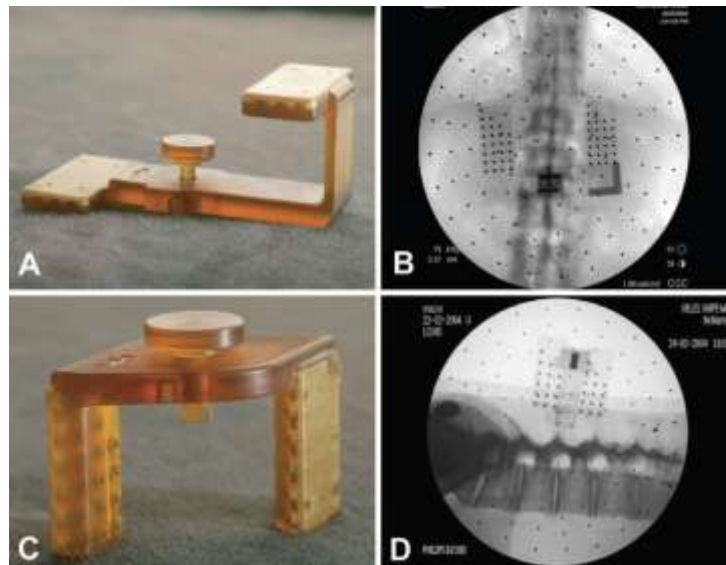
Zeigt die Zielgeräte die entweder an der Dornfortsatzklemme oder den Hover T angebracht werden. Sie sind zum optimalen Matching von Bedeutung. A anterior-posterior Zielgerät B anterior-posterior Röntgenbild mit Zielgerät C laterales Zielgerät D laterales Röntgenbild (Lieberman et al. 2006, S. 645)
